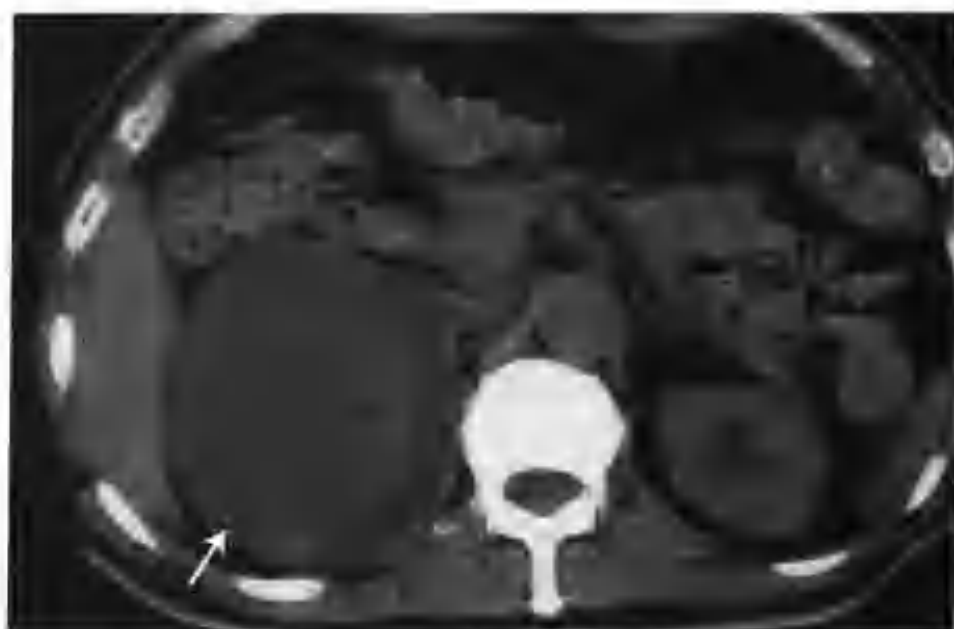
右肾毛霉菌病(CT平扫示右肾影增大,呈等、高混杂密度,高密度为出血(箭头))
